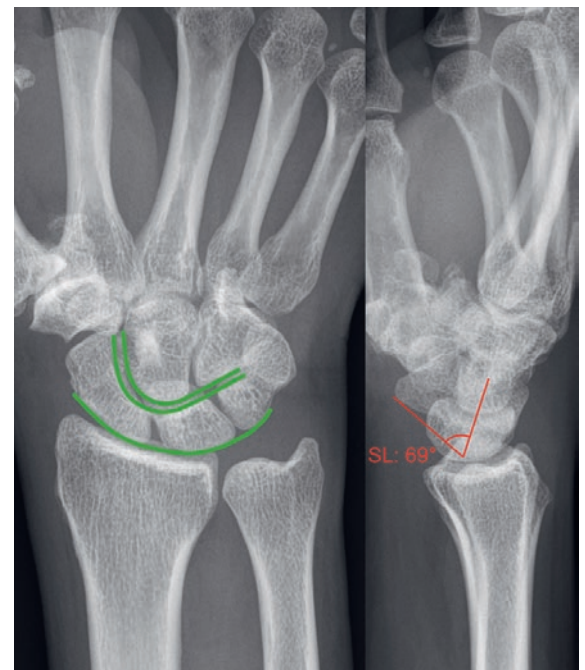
Präoperatives Röntgenbild: Keine ossären Läsionen, harmonische Gilula-Linien (grün) und keine offensichtliche Dislokation. Im lateralen Bild lässt sich mit 69° ein leicht vergrößerter Winkel zwischen Skaphoid- und Lunatumachse als Hinweis auf eine skapholunäre (SL) Bandläsion nachweisen (rot, Normwert 30–60°).
